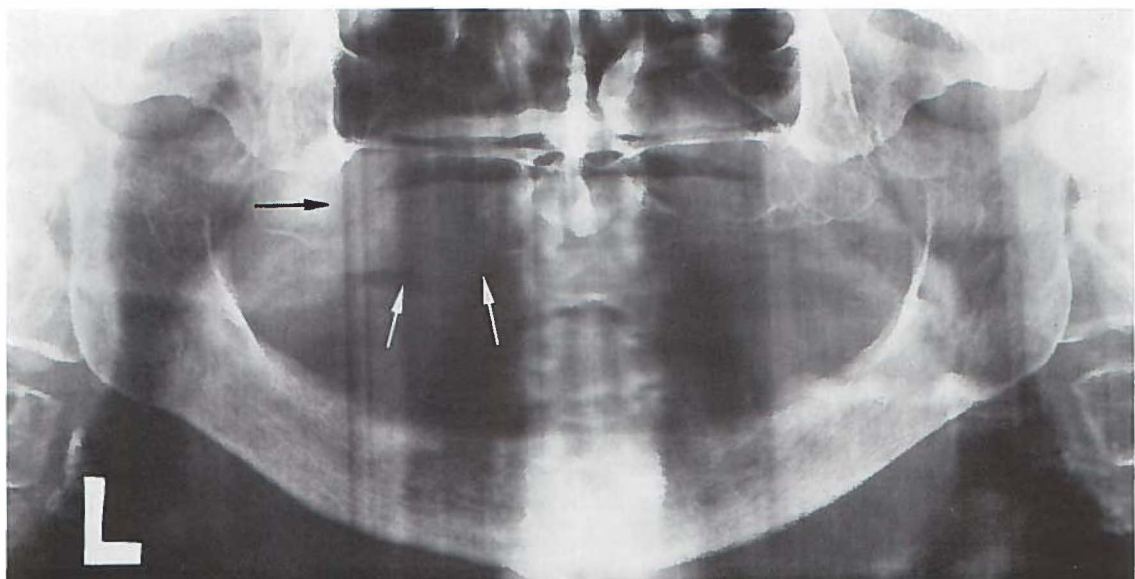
Het orthopantomogram van dezelfde patiënt (zie fig. 26) toont een radio-opaque zwelling in de linker sinus maxillaris (zwarte pijl) en een verlies van de benige structuren van de sinusbodem (witte pijlen).
